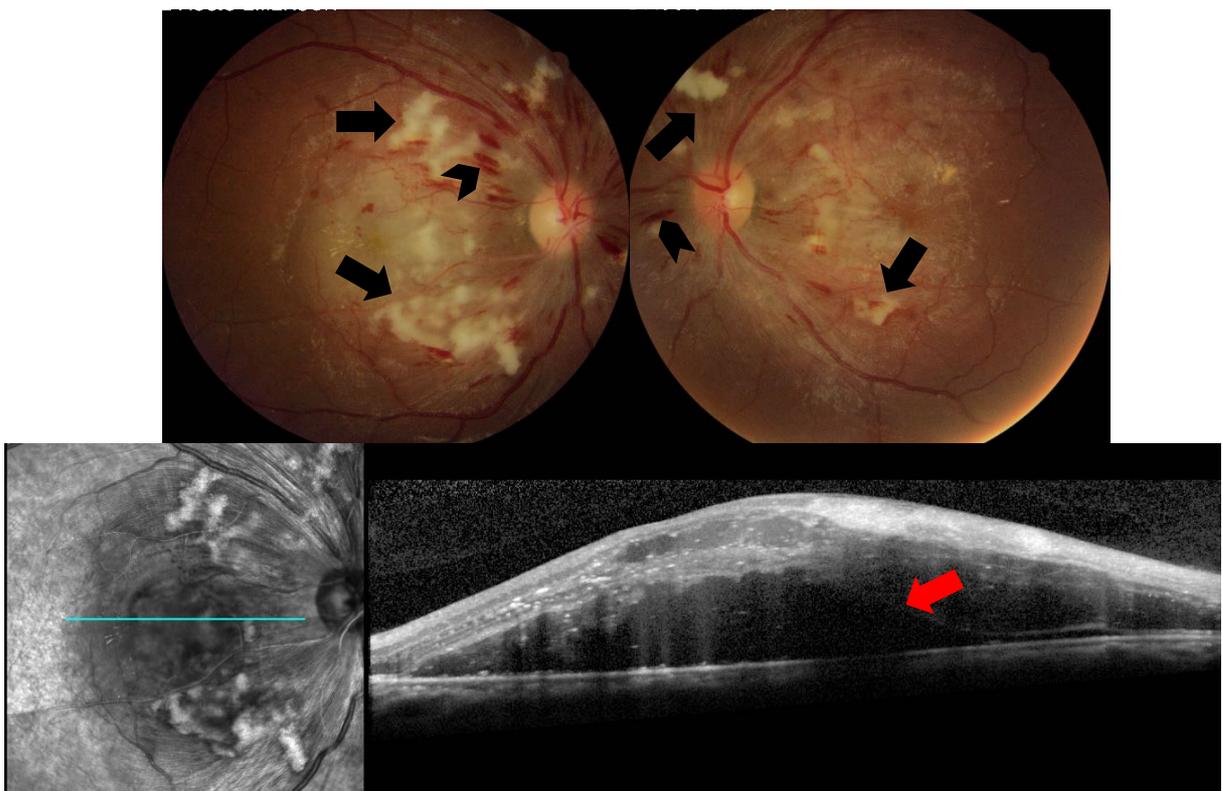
Grau III: As retinografias superiores ilustram um quadro bilateral de múltiplas hemorragias (cabeça de seta) e manchas algodinosas (setas pretas), em um paciente jovem com níveis agudos elevados de pressão arterial. A tomografia de coerência óptica inferior evidencia a presença de descolamento seroso de retina associado (seta vermelha)
